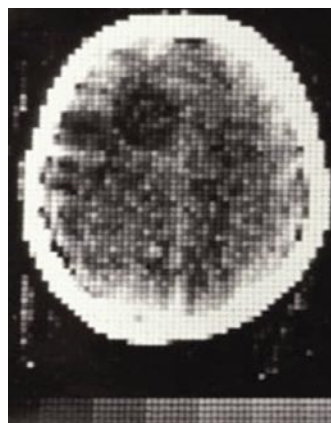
Первое изображение КТ, полученное у добровольца. Киста правой лобной доли. (1971 г.).
